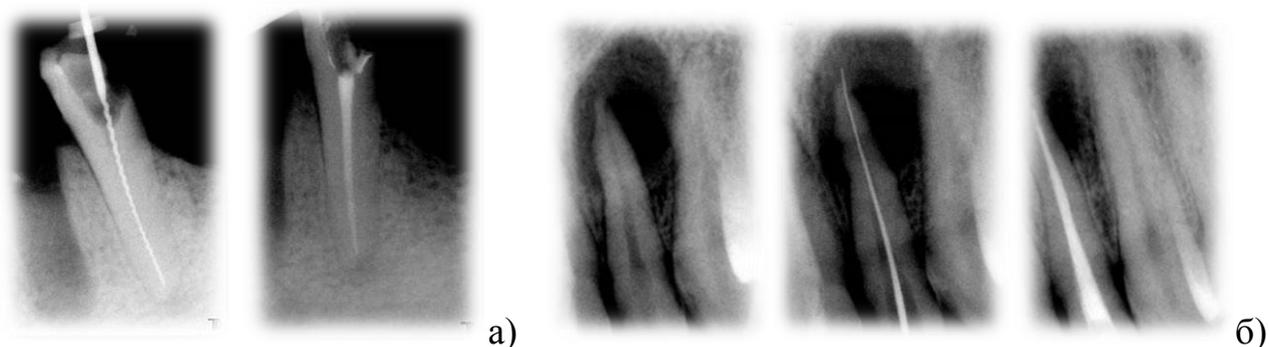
а) благоприятный исход лечения, апикальная констрикция сохранена. Пломбирование ограничено положением апикальной констрикции; б) благоприятный исход лечения, апикальная констрикция разрушена. Пломбирование на рентгенологическую рабочую длину.
